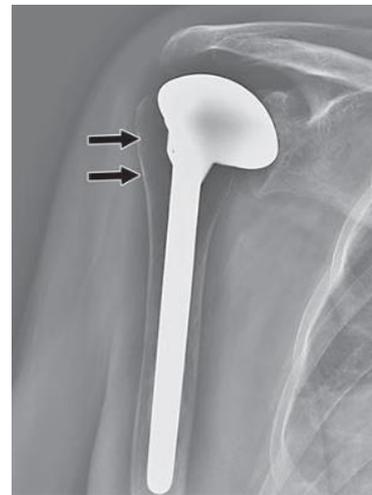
Radiografia di una emiartroprotesi(1).
